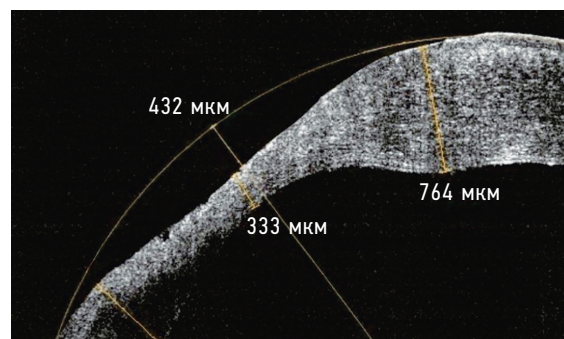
Оптическая когерентная томография роговицы. Минимальная толщина роговицы 333 мкм, толщина перифокальной области 764 мкм, глубина язвенного дефекта 432 мкм.
